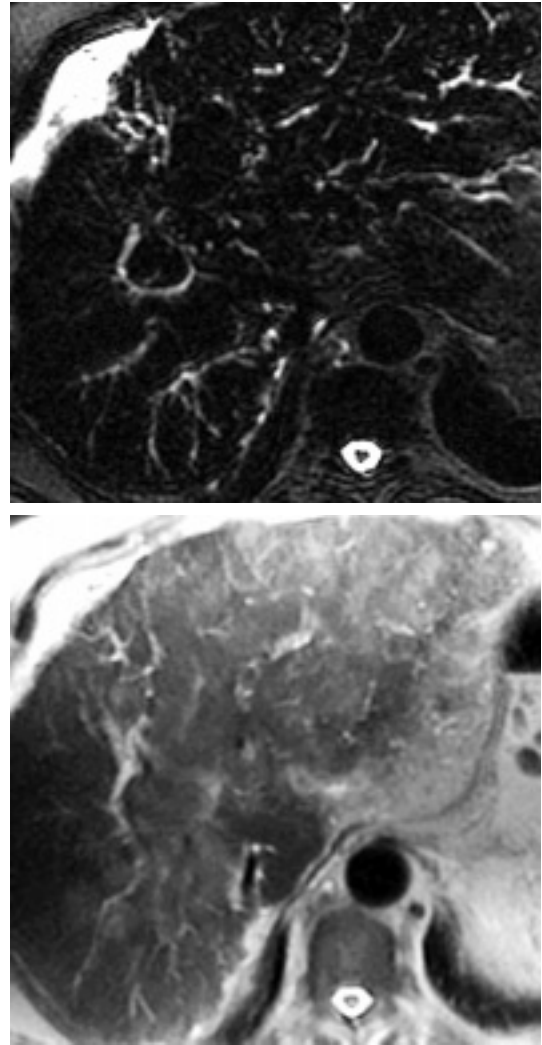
A : CP-IRM : carcinome hépatocellulaire diffus sur cirrhose : faux aspect de cholangite sclérosante avec dilatations diffuses et sténoses des VBIH. La tumeur n'est pas visible sur cette séquence à visée cholangiographique (séquence SS-FSE, coupe axiale de 20 mm d'épaisseur, TE eff 800 msec).
